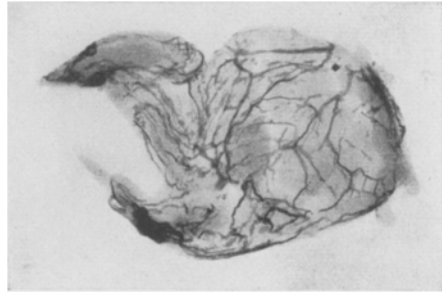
Röntgenaufnahme der aus der operierten rechten Kieferhöhle entfernten Schleimhaut. Die mit Kontrastmittel prallgefüllten und baumartig verzweigten Lymphgefäße der Kieferhöhlenschleimhaut sind gut zu erkennen.
